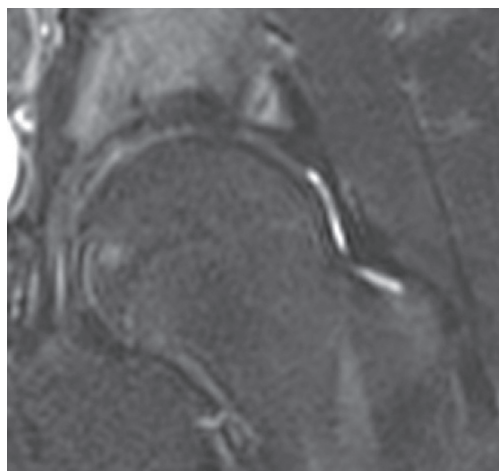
IRM mettant en évidence un hyper-signal sous-chondral en regard d'un os acétabuli.
